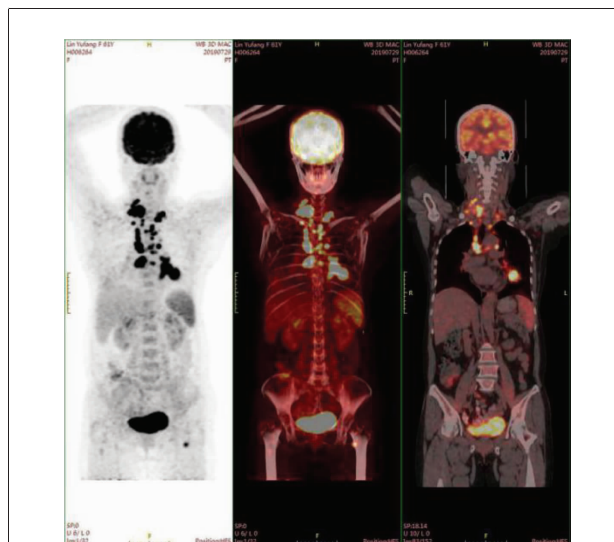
Whole body PET/CT imaging on July 29, 2019
